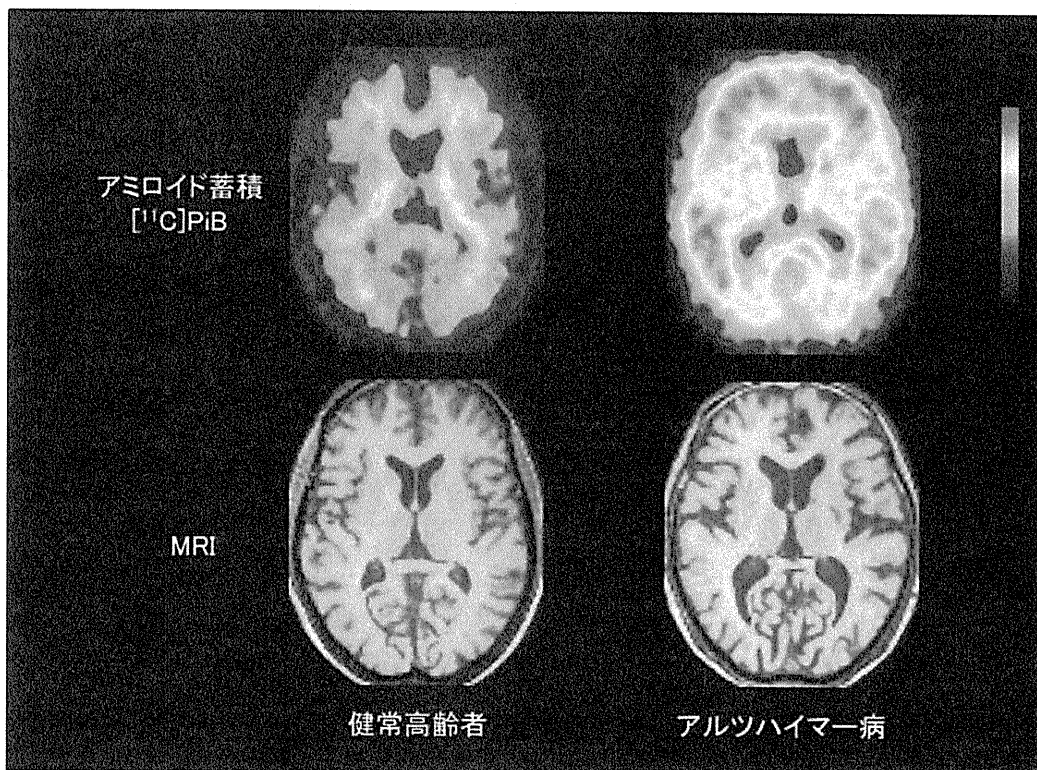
健常高齢者およびアルツハイマー病患者における $[^{11}\text{C}]$  PiBによるPET画像とMRI画像
